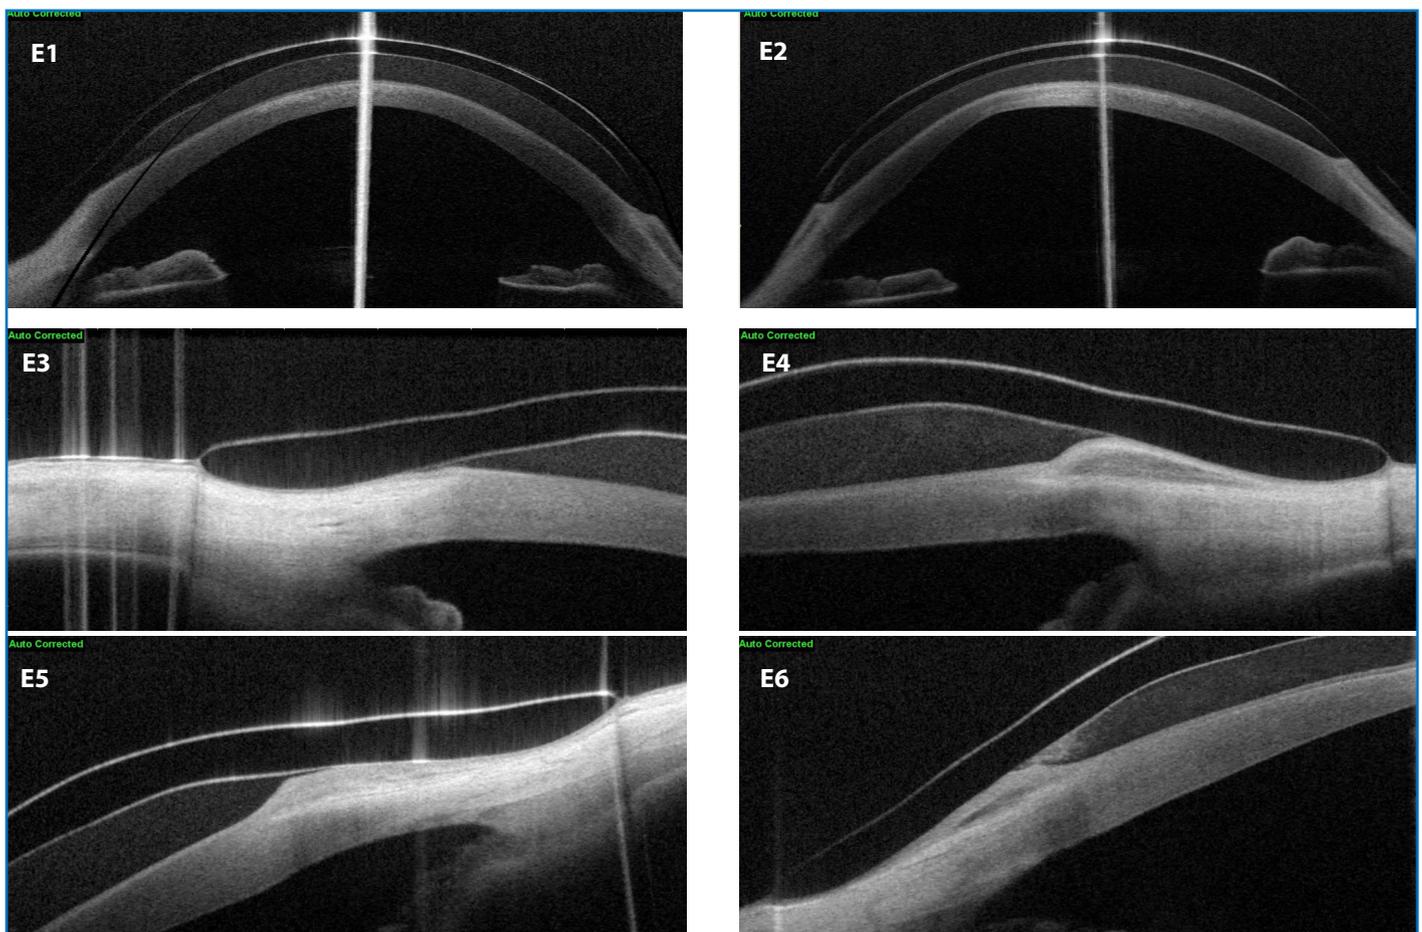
(E) Apoyo de la lente en esclera. Se puede observar que el tramo de lente de contacto (LC) que apoya, intenta buscar el contacto sobre la superficie de un modo lo más paralelo posible, repartiendo esa presión sobre la máxima superficie de la lente; reduciendo de este modo la indentación y el efecto de succión. Se encuentran diferencias en cada uno de los meridianos, y eso es debido a que la esclera no es idéntica en todos los puntos y suele ser más plana en el eje horizontal. Eje horizontal de tomografía de coherencia óptica (OCT) de polo anterior, en la que se observa el perfil corneal, el espacio existente entre la superficie ocular (totalmente repleto de suero fisiológico y/o, en ocasiones, lágrima artificial) y la LC. Eje vertical de OCT de polo anterior, en la que se observa el perfil corneal, el espacio existente entre la superficie ocular (totalmente repleto de suero fisiológico y/o, en ocasiones, lágrima artificial) y la LC.
